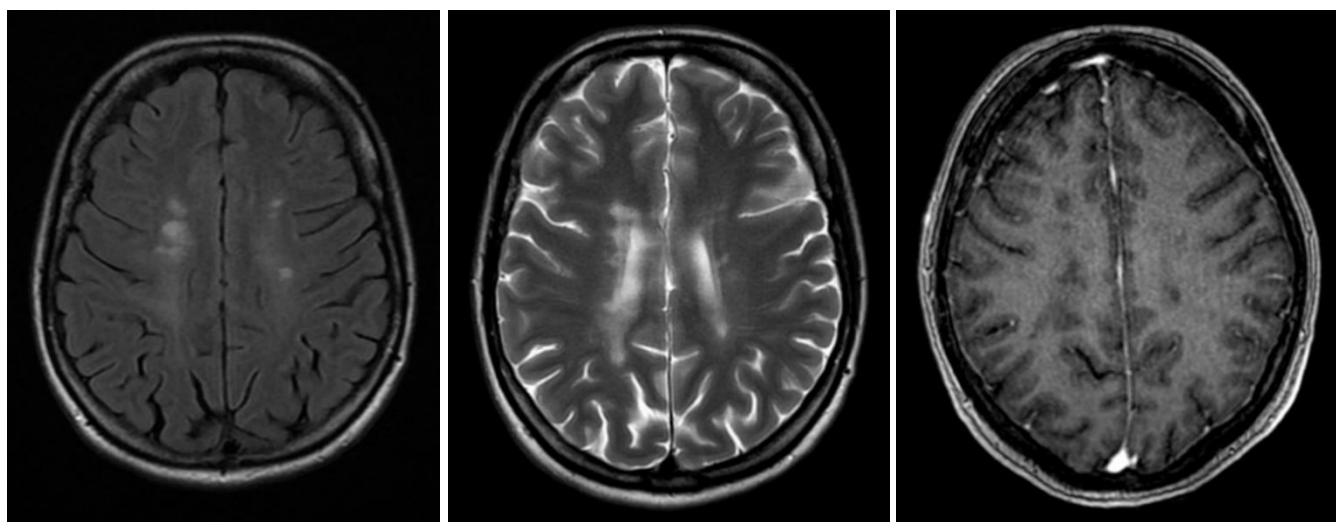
№14. МРТ головного мозга с контрастным усилением от 2021г. Слева направо: T2FLAIR, T2, T1 с КУ
